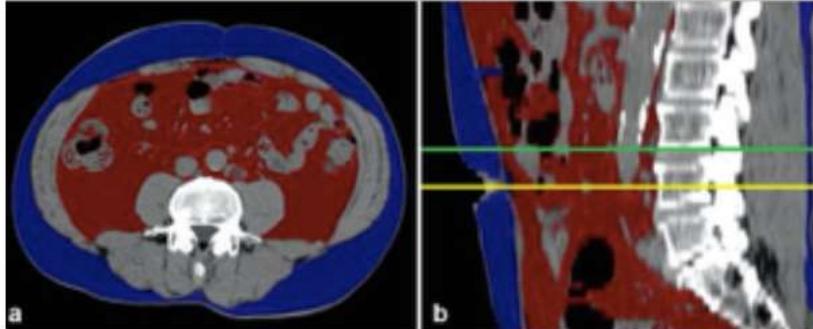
Ejemplo de volumen de grasa abdominal por Resonancia Magnética.
